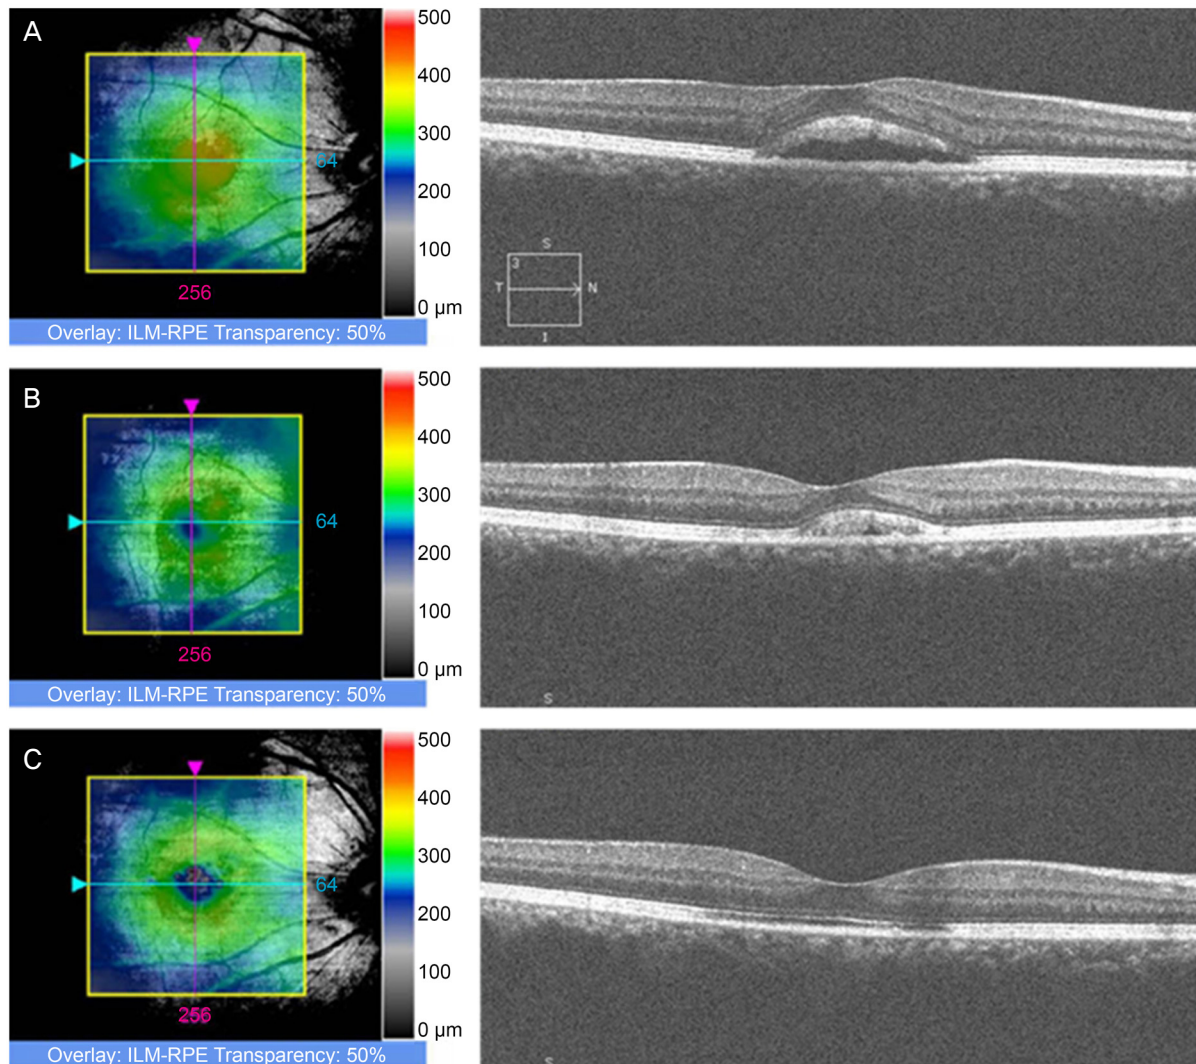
Changes of macular thickness map and optical coherence tomography scan of a patient with central serous chorioretinopathy at baseline (A), at 1 month (B) and 3 months (C). The best corrected visual acuity was 0.8 at baseline and improved to 1.2 by 3 months. ILM-RPE = inner limiting membrane-retinal pigment epithelium.
